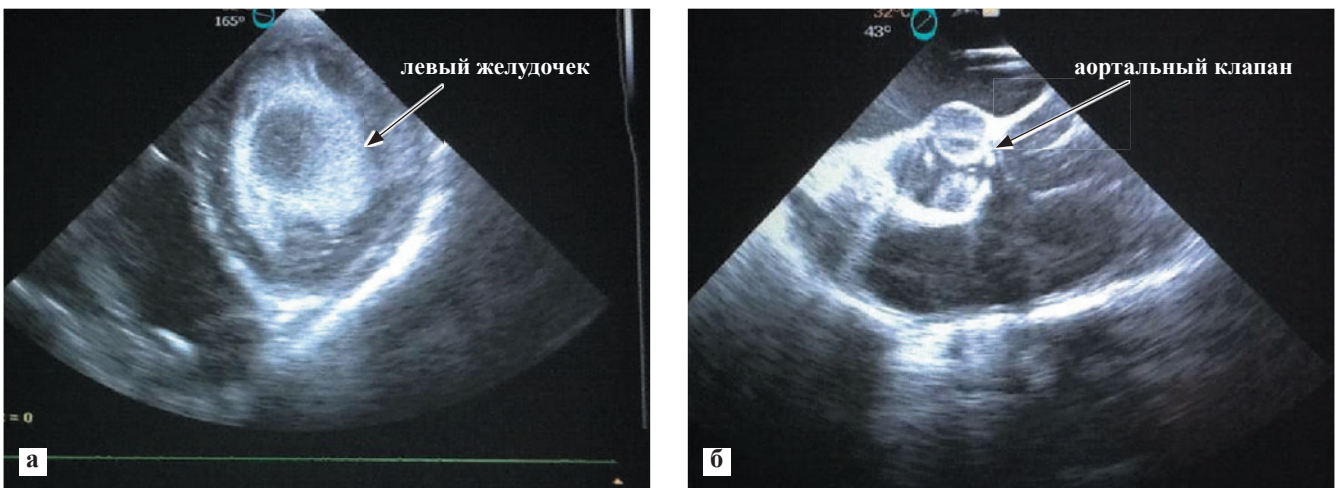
Эхокардиографические феномены спонтанного контрастирования левого желудочка (а) и закрытого аортального клапана (б)
